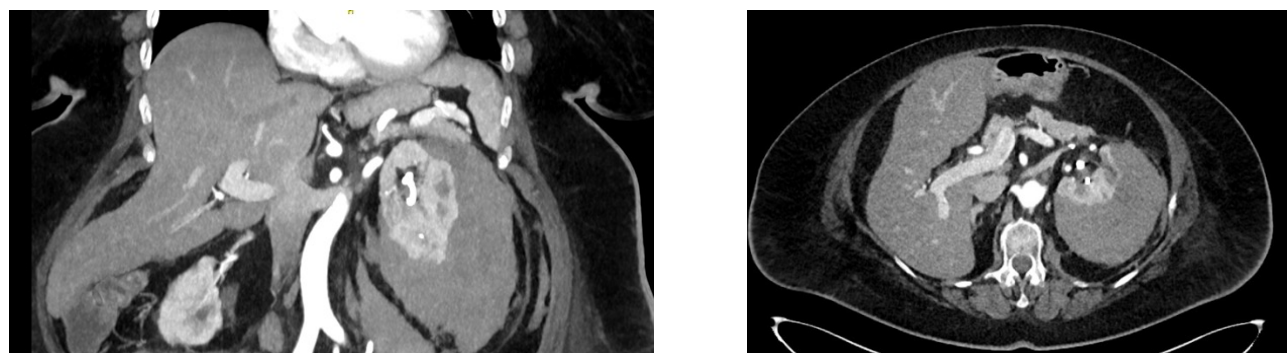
CT-preiskava trebuha s kontrastom prvi pooperativni dan je pokazala velik subkapsularni hematoma leve ledvice (14,5 × 10 × 10 cm) z radiološkimi znaki, značilnimi za aktivno arterijsko krvavitev (Vir: UKC Ljubljana).
